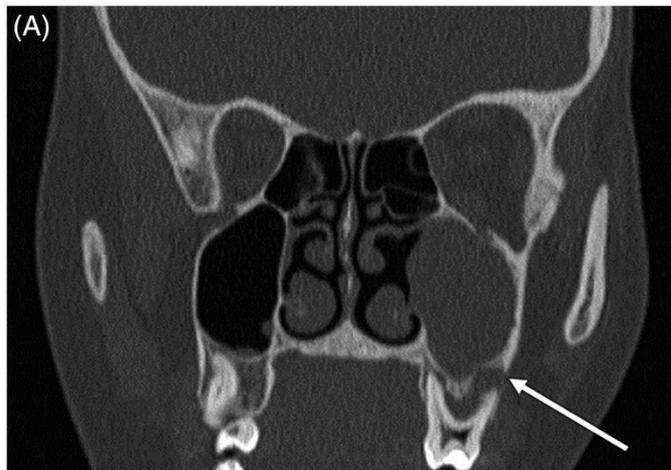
Caso 3: A) Corte Coronal, señalando lesión periapical. ³²
